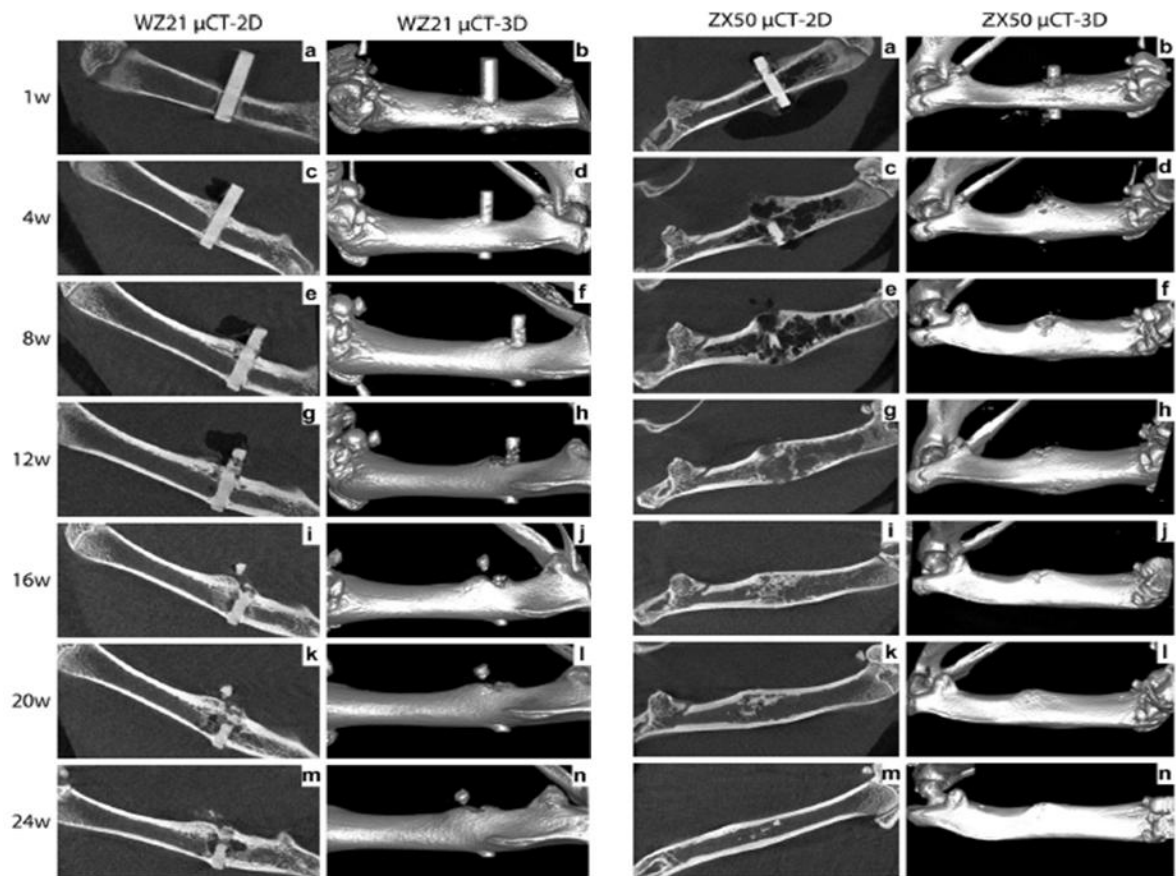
$\mu$ CT Aufnahmen von Rattenknochen mit Implantaten aus ZX50 und WZ21 (vgl. KRAUS et al. 2011: 1234-1235)
